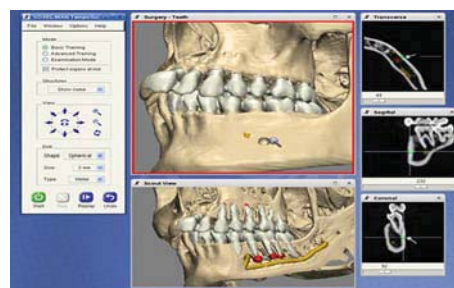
Взаимодействие пользователя с симулятором: «Область наблюдения» внизу демонстрирует взаимодействие бормашины или поверхности разреза с частью челюсти. Справа положение бормашины представлено в реальном времени в КТ мультипланарных реконструкциях.
